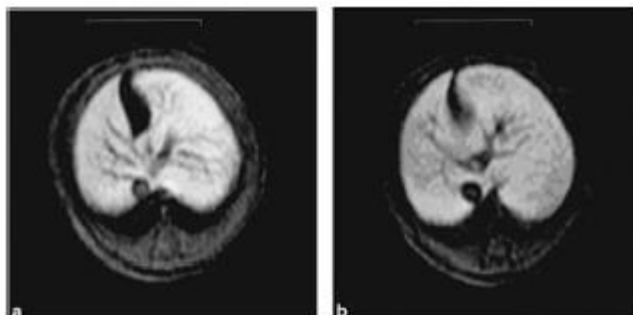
Imagens do fígado axiais de RM com contraste ao nível das veias hepáticas (A) e as veias portal (B) de DAB-Am64-(1B4M-Gd)^{64, 68}
